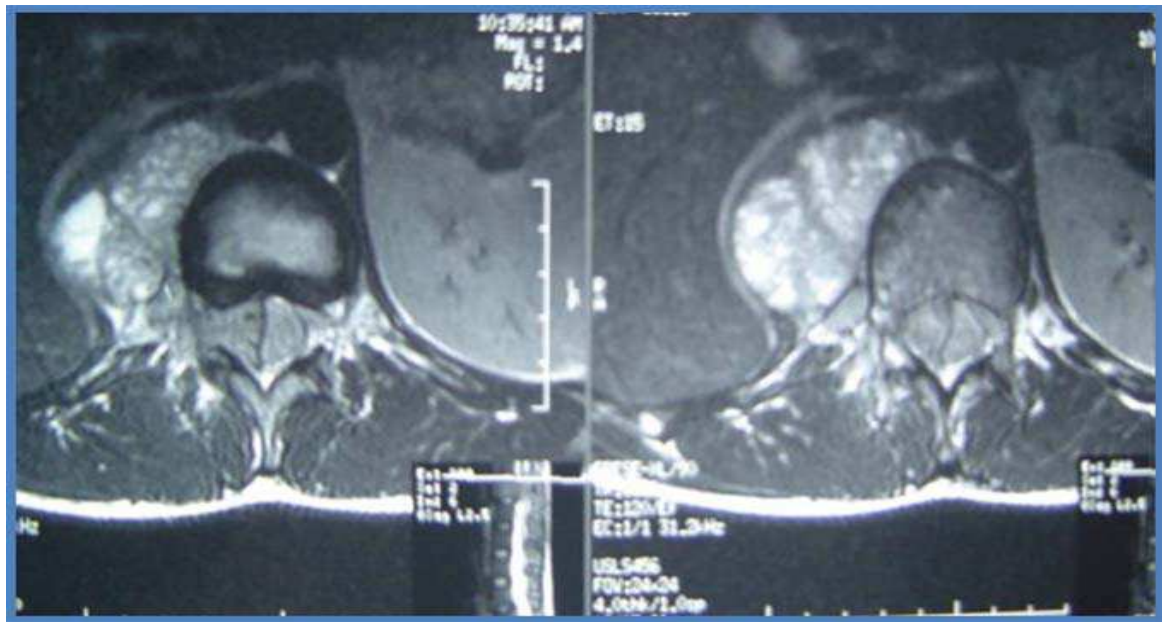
Coupe axiale d'une IRM en temps T2 du rachis lombaire montrant une lésion osseuse d'intensité intermédiaire de L1 avec envahissement épidual étendu de D12 à L2 et compression médullaire.
